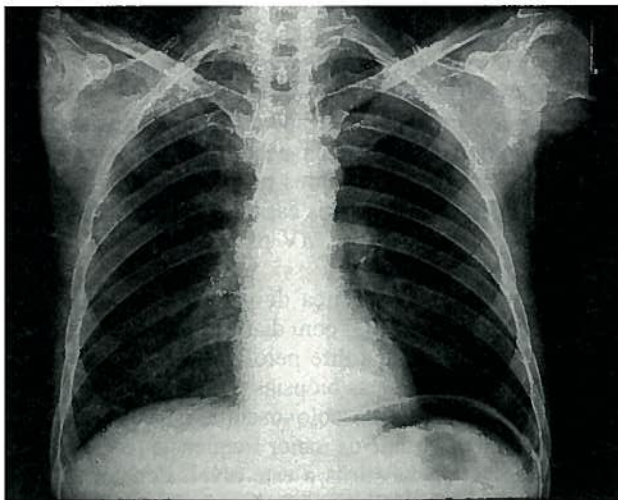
Radiografia do tórax: hipertransparência subdiafragmática típica de pneumoperitoneu
